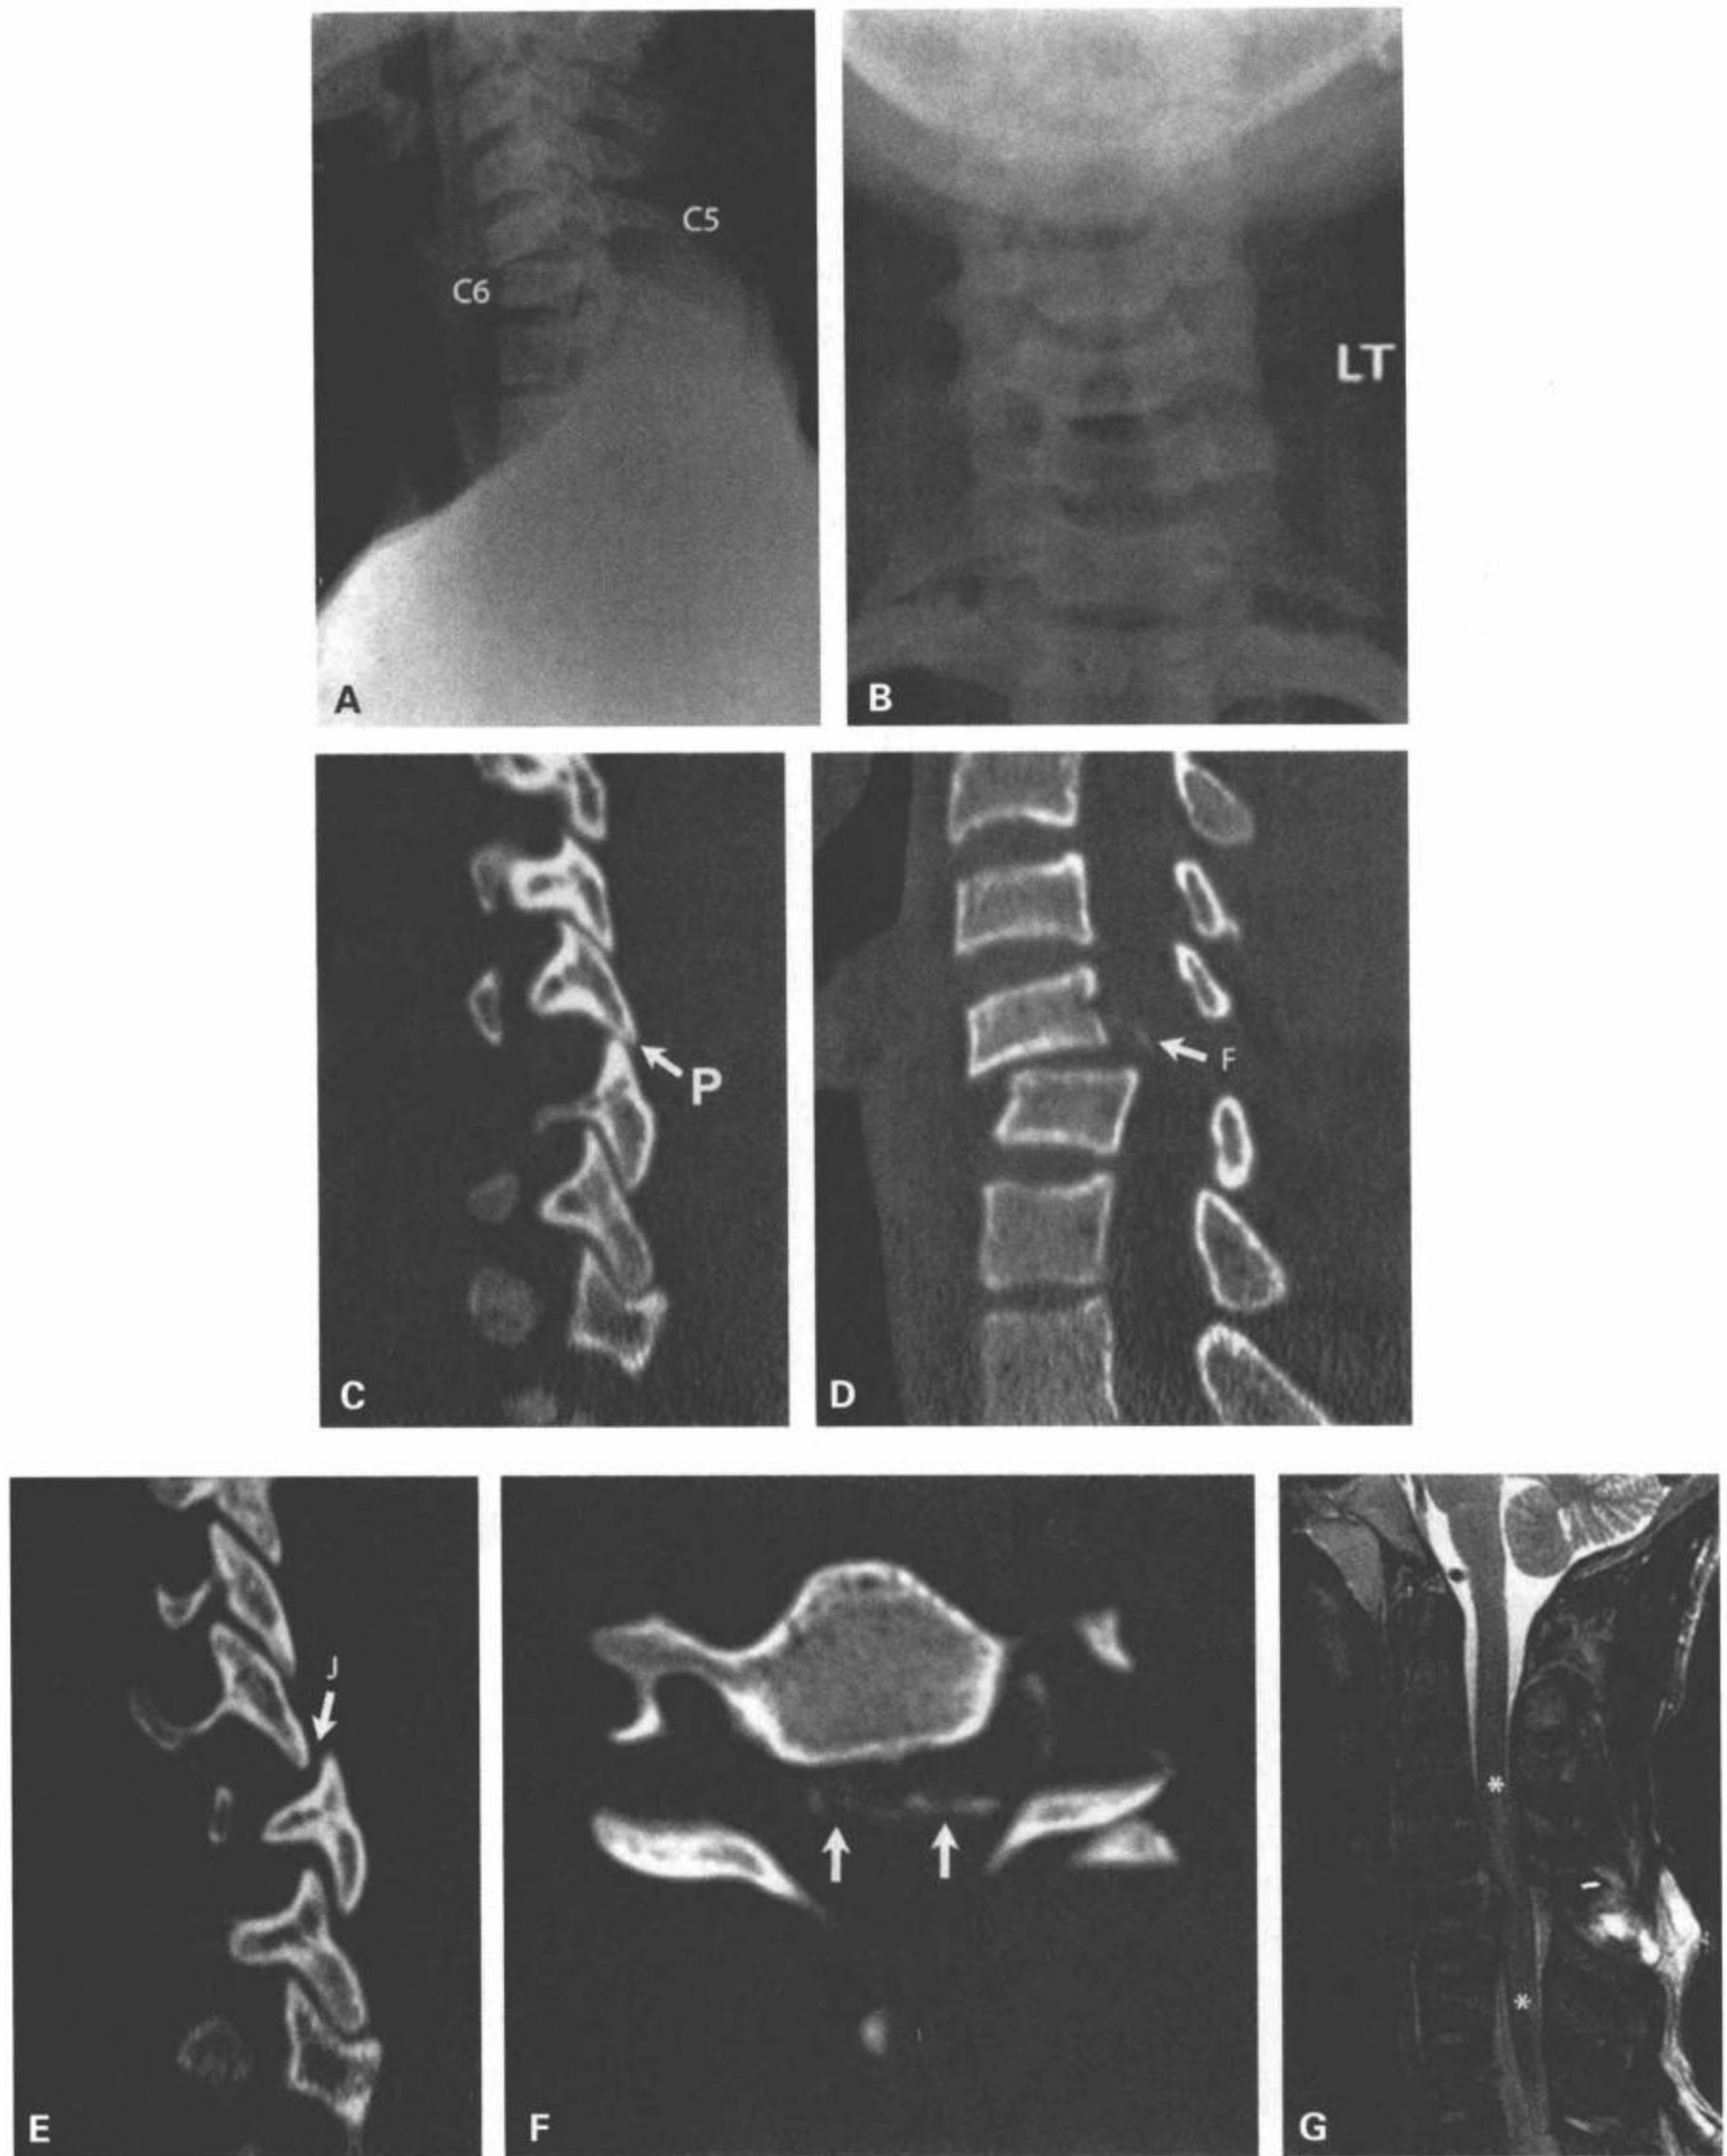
C5-C6层面左侧小关节突跳跃、右侧小关节顶立。17岁病人，摔跤后损伤状态，目前为不完全四肢瘫。侧位片(A)、前后位片(B)显示颈椎在C5-C6水平排列不齐。从左到右的CT矢状面重组图像(C、D、E)显示C5-C6右侧小关节顶立(C)(标记F)，同一水平的左侧小关节突跳跃(E)(标记J)，在矢状面重组图像(D)上显示一小块骨碎片(标记F)。CT横断面骨窗(F)上再次确认了这个骨折(F中箭)。颈椎矢状面T2加权图像(G)显示该层面的椎管明显受累，伴后部软组织肿胀和异常的高信号。脊髓内所示的异常高信号(G中星)提示脊髓损伤。
